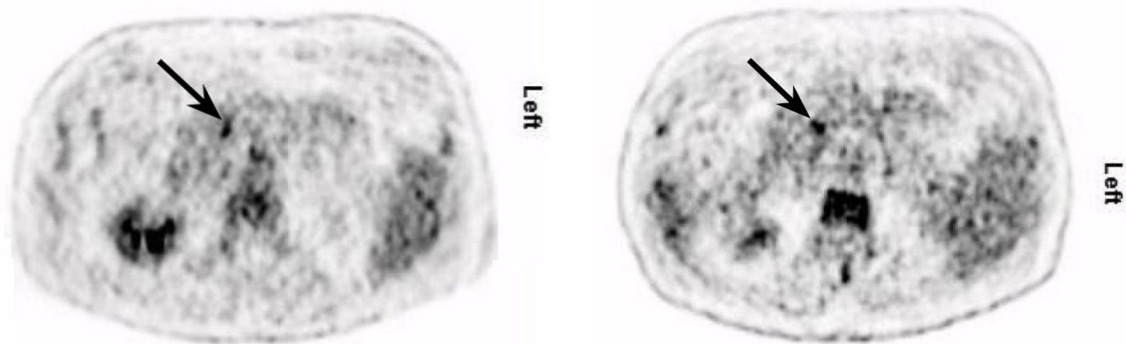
^{18}F -FDG PET mit TOF 30 Min. p.i. Abbildung 24: ^{18}F -FDG PET mit TOF 90 Min. p.i. beim selben Patienten
